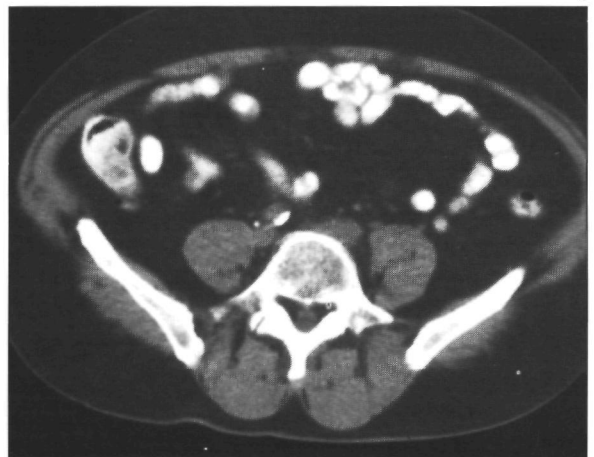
(a) en (b) coronale MRI-opnamen (1,5 T; SE/800/30/2) met 1 jaar interval. De MRI-opnamen laten groei zien van een hoog-iliacaal klier (pijl). Ofschoon de afmeting ervan niet pathologisch is, is dit toch verdacht voor metastase. (c) Op de CT-scan zijn geen lymfklieren af te grenzen. Tijdens operatie werd inderdaad links iliacaal een lymfkliermetastase aangetroffen.
